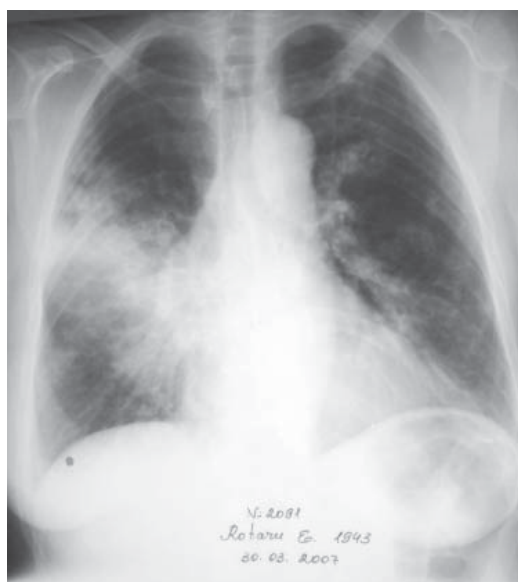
Radiografia toracelui la ziua internării
